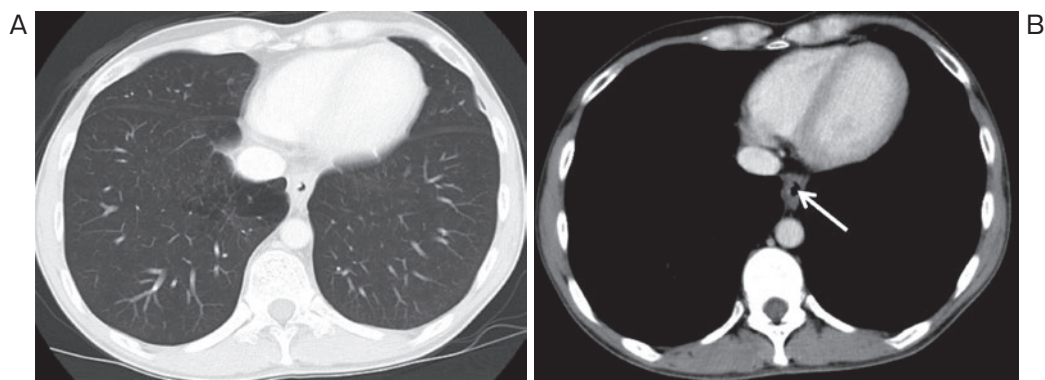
入院第15病日の胸腹部造影CT。(A) 右下葉に気腫性変化は残存しているものの、すりガラス陰影は消失している。(B) 治療前に認められた多房性の嚢胞は消失し(矢印)、両側胸水も消失していた。
